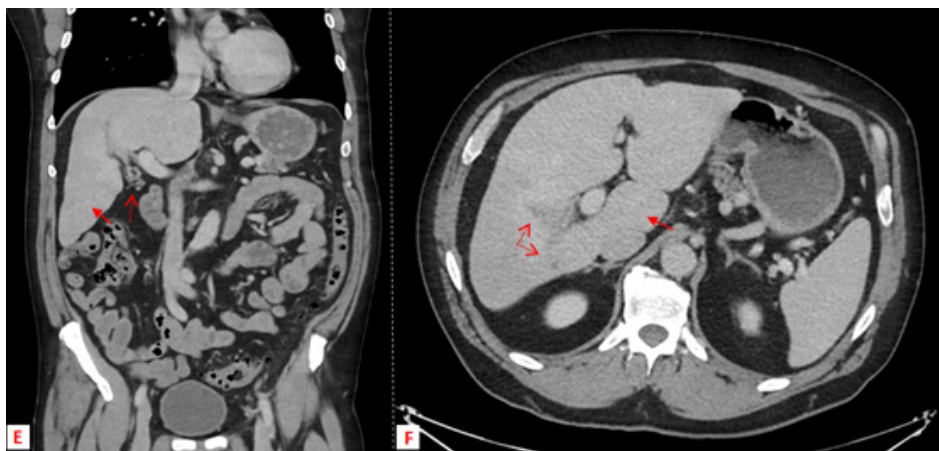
Na tomografia computadorizada após contraste, em fase venosa, no plano coronal, realizada 1 mês depois, destacou-se o realce parenquimatoso ligeiramente heterogêneo nos segmentos 6 e 7, com resolução praticamente completa dos nódulos hipovasculares previamente descritos (seta preenchida em E). Ocorreu também resolução parcial da trombose da veia porta, tendo-se identificado, neste estudo TC de seguimento, apenas alterações crônicas, com redução do calibre dos ramos anterior e posterior do ramo portal principal direito (setas tracejadas em F) e o surgimento de colateralização (seta tracejada em E). Verificou-se ainda hipertrofia relativa do lobo caudado (seta preenchida em F), enquadrando-se com doença hepática crônica.
